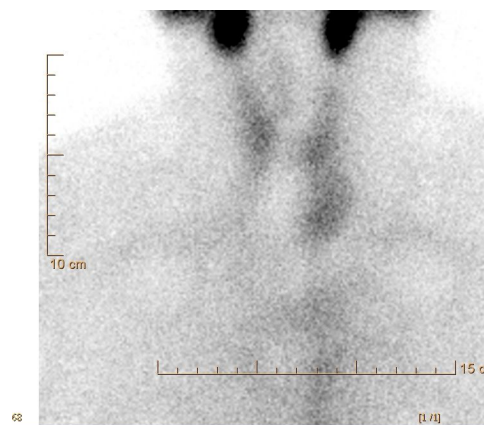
Сцинтиграфические признаки левостороннего загрудинного зоба
